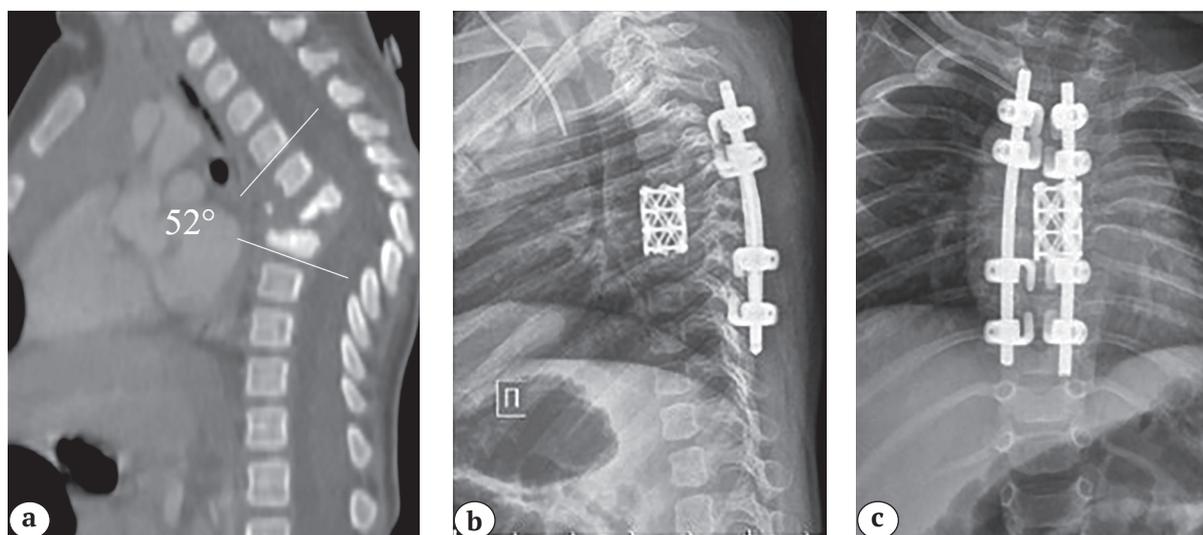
Пациент 8 мес., последствия сепсиса новорожденных с поражением Th5-Th7: а — КТ, сагиттальный срез, кифоз 52° на фоне субтотальной деструкции Th5-Th7; б, с — контрольные рентгенограммы после реконструкции позвоночника
